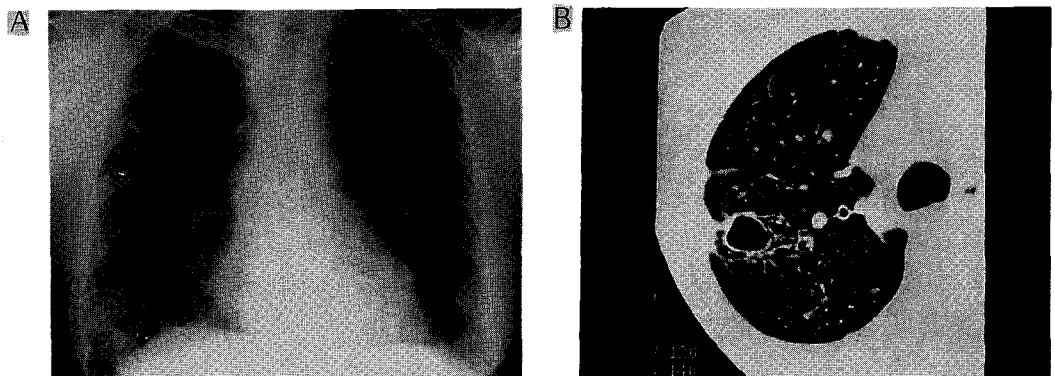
A. On follow-up chest roentgenography after 17 months, reticulonodular opacities in both lungs are markedly decreased.
